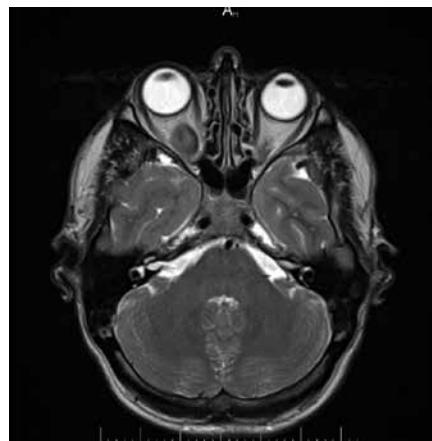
МРТ без контрастирования
